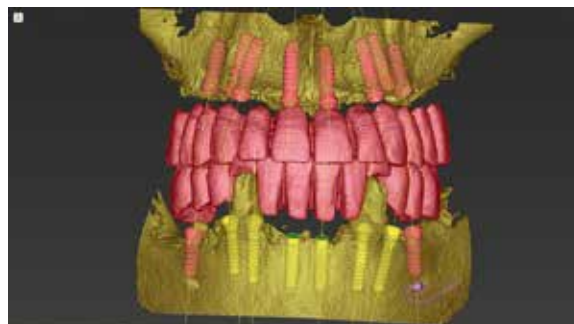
Als der Volumetomograph aufkam, wurde es möglich, bereits im Datensatz die perfekte Zahnbeziehung von OK zu UK in Schlussbisslage darzustellen.
